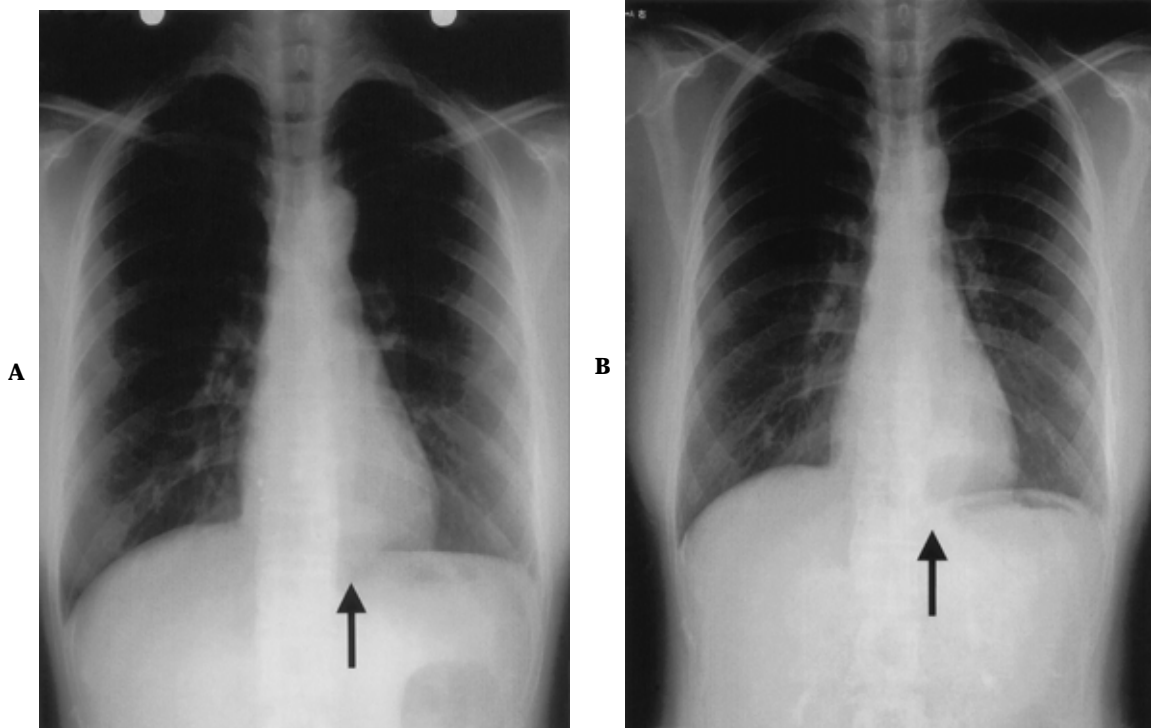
Chest X-ray on September, 1995 (A) and on April, 2000 (B) showed a mass shadow in the left lower lung field (arrow)
